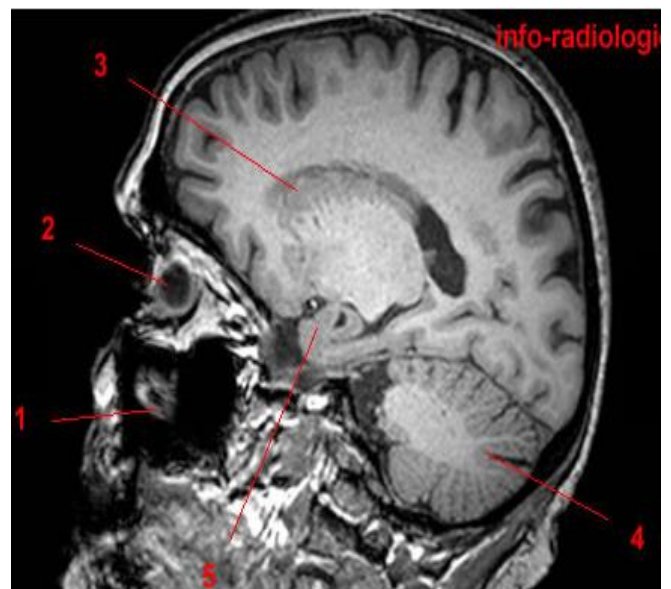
Anatomie IRM du cerveau, coupe axiale, T1.1, Sinus maxillaire. 2, Globe oculaire. 3, Noyau caudé. 4, Cervelet. 5, Hippocampe.
